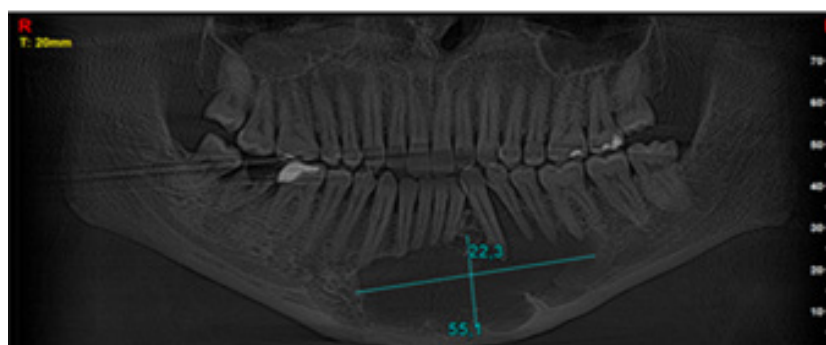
Estudio de tipo ortopantomografía inicial. Figura 19. Mismo tipo de estudio 6 meses después, se observa dispositivo de descompresión instalado, imagen pseudoradiolúcida en sínfisis y parasínfisis, adicionalmente se observa disminución de tamaño de la lesión. Fuente: Historia clínica, especialización en cirugía bucal Ulac-Idola, Valencia-Venezuela.
